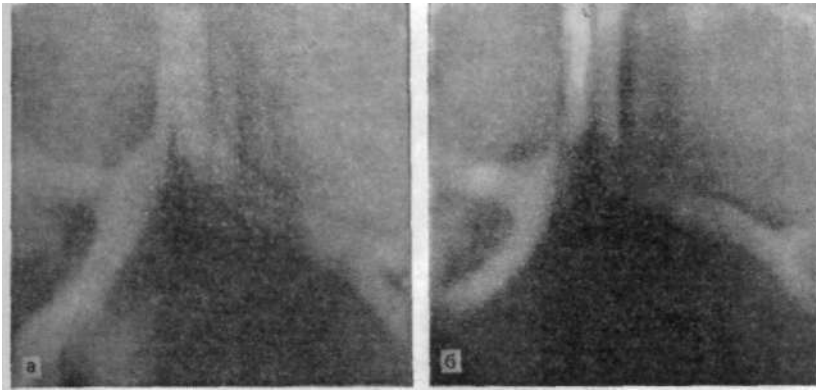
Изменение угла бифуркации трахеи в зависимости от глубины вдоха. а — на томограмме при глубоком вдохе угол бифуркации увеличен до 83°; б — при поверхностном вдохе угол бифуркации увеличился до 95°.
